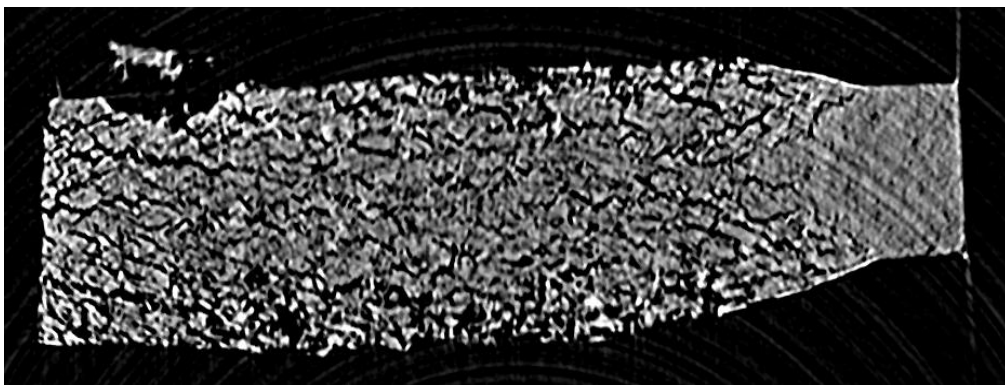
OD 錠の X 線 CT 像 (打錠圧縮力 4 kN)
